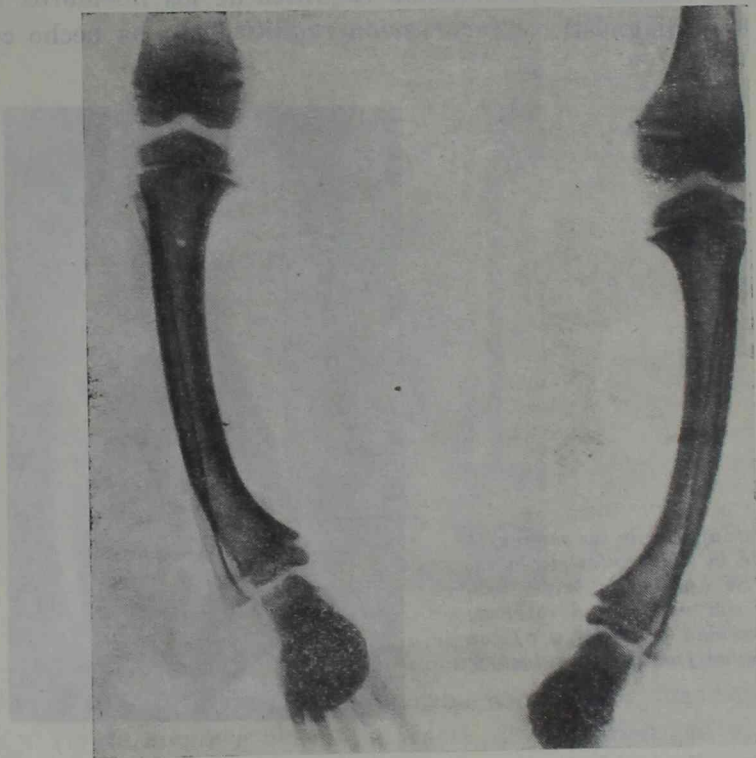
Radiografía de frente de ambas piernas de la niña. Se observa la incurvación en paréntesis y la rotación interna con alteración de las líneas de fuerza
